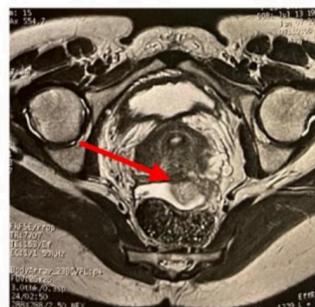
IRM pelvienne, coupe axiale, avec lésion au niveau du torus, évocatrice d'une endométriose profonde postérieure
